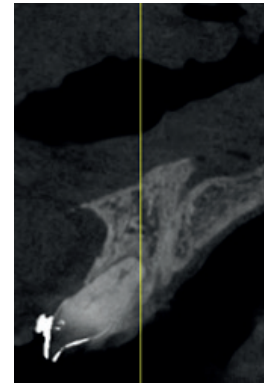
CBCT nueve meses posteriores a la cirugía.
